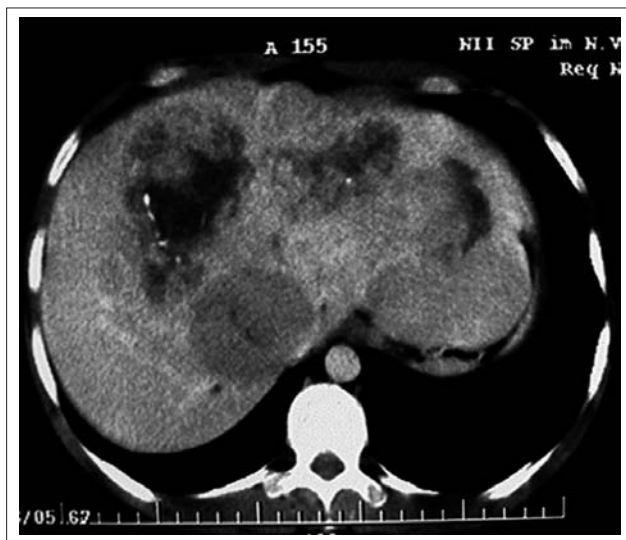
Спиральная компьютерная томография.
